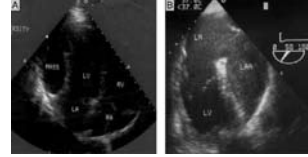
(a) The cystic mass compressing lateral wall of left ventricle is seen on trans-thoracic echocardiogram, (b) transesophageal echocardiographic image.
